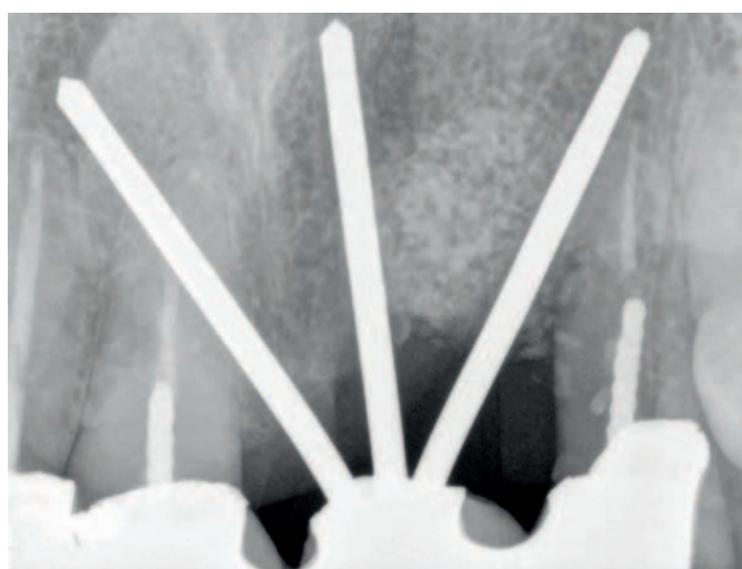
Controllo radiografico a 12 mesi.
